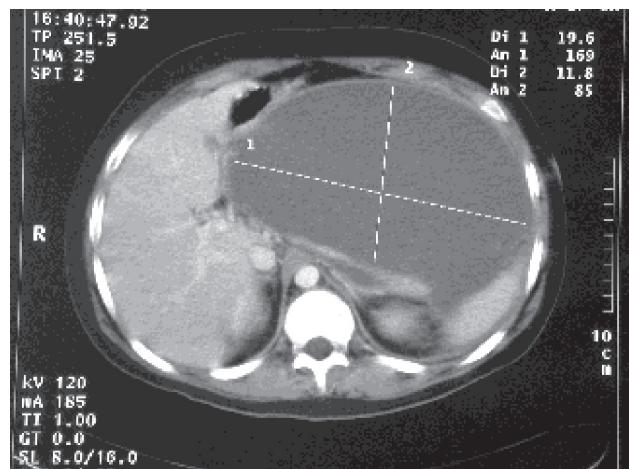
TAC a la 8^a semana.
